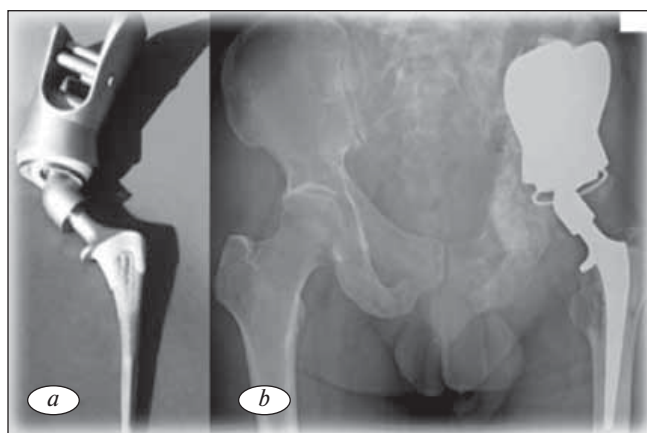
Периацетабулярная реконструкция с применением «седловидного» эндопротеза: *a* — внешний вид; *b* — рентгенограмма костей таза, после выполненной операции. Металлоимплант фиксирован к резецированному крылу подвздошной кости [33]
